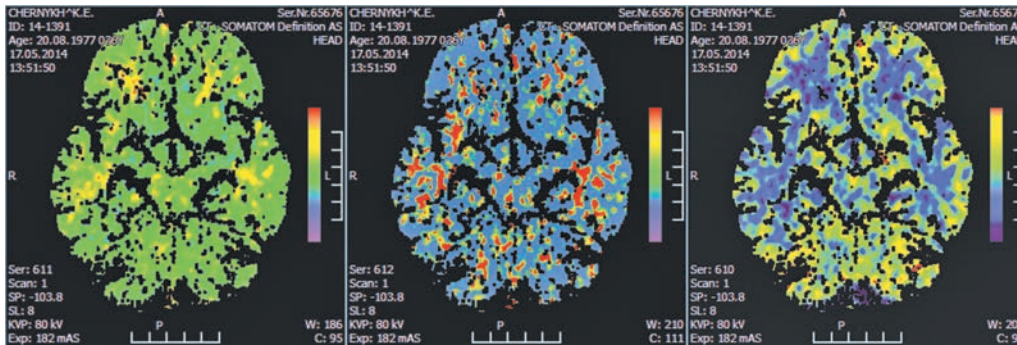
МСКТ-перфузия головного мозга после операции обходного шунтирования. В симметричных областях обоих полушарий головного мозга не обнаружено значимой разницы в перфузионных показателях. Fig. 4. Brain CT-perfusion after operation (high-flow EC-IC bypass) revealed no significant difference between both cerebral hemispheres.
